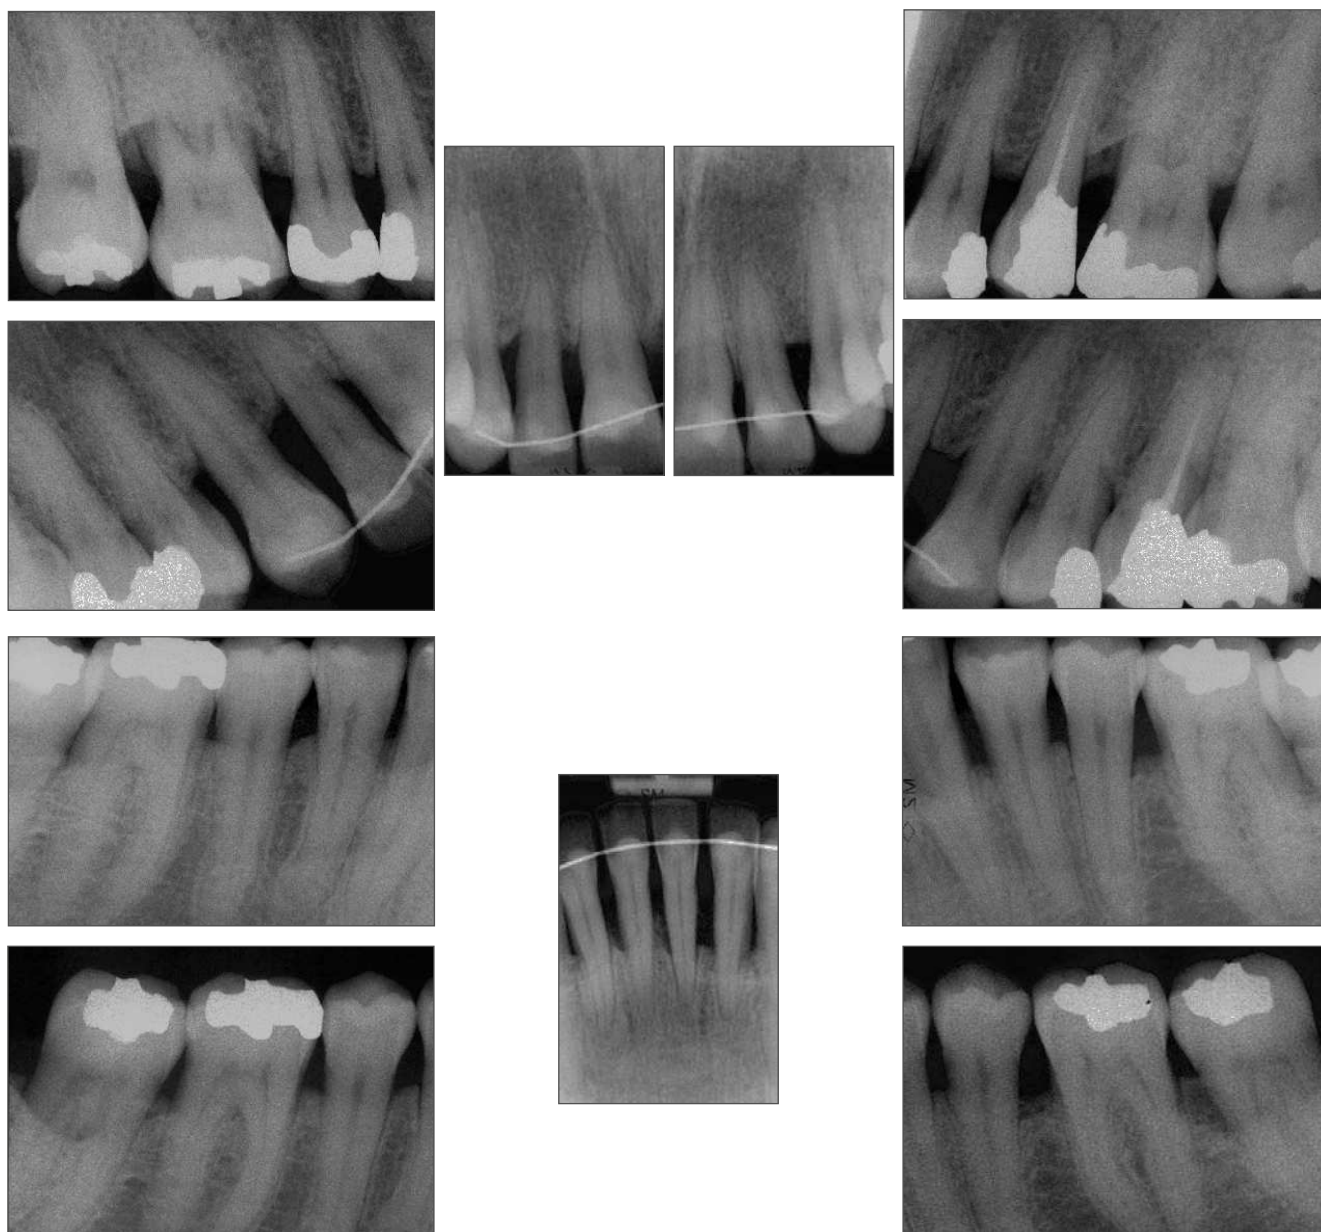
Radiografías periapicales 11 meses después del tratamiento.
